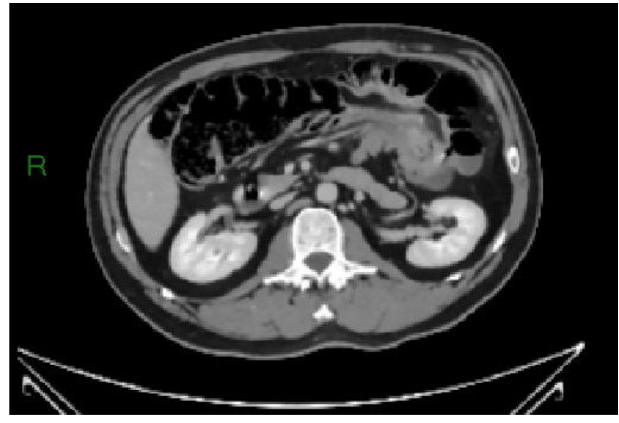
TC abdominal que muestra una intususcepción colocolónica.
